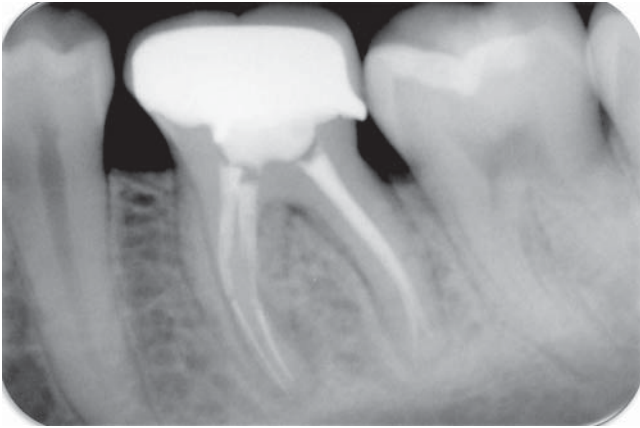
Radiografía postoperatoria. Los conductos radiculares fueron obturados con gutapercha y sellador.
